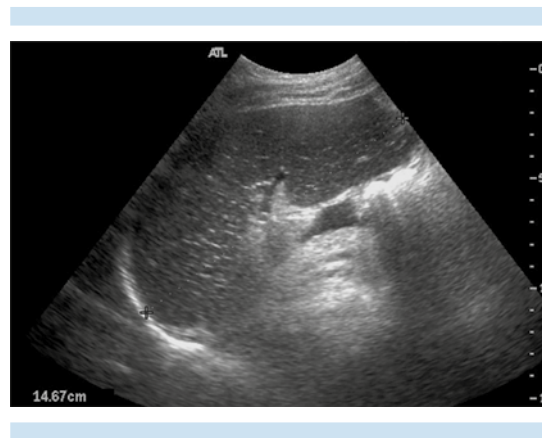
Selección de imagen por ultrasonido en un paciente con esplenomegalia y antecedente de linfoma.
